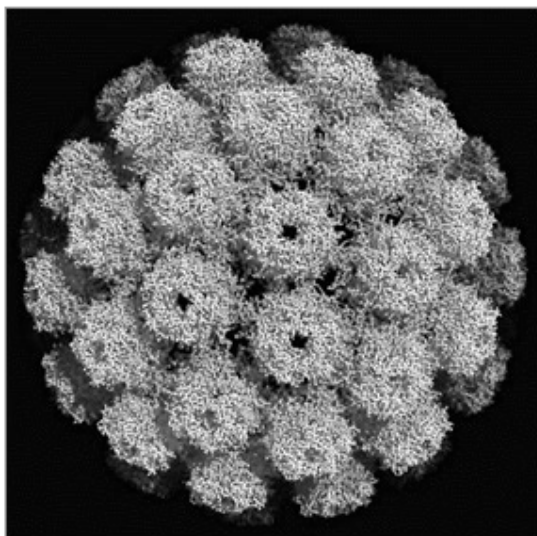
Трехмерная структура вирусной частицы SV40, полученная с помощью рентгеновской дифракции [11]
